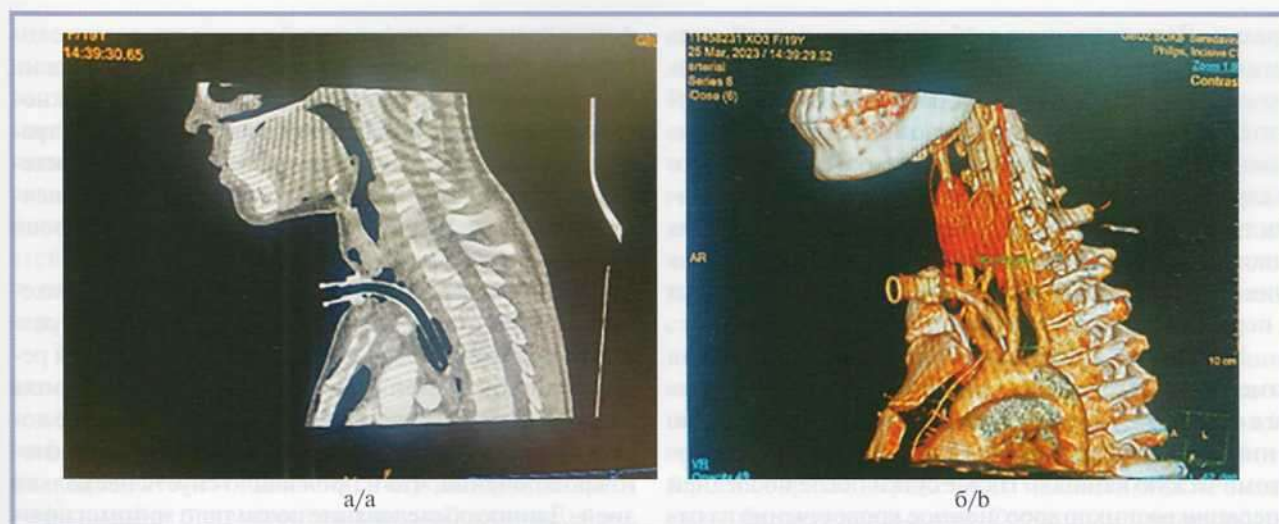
МСКТ шеи и грудной клетки. Сагиттальная проекция.
